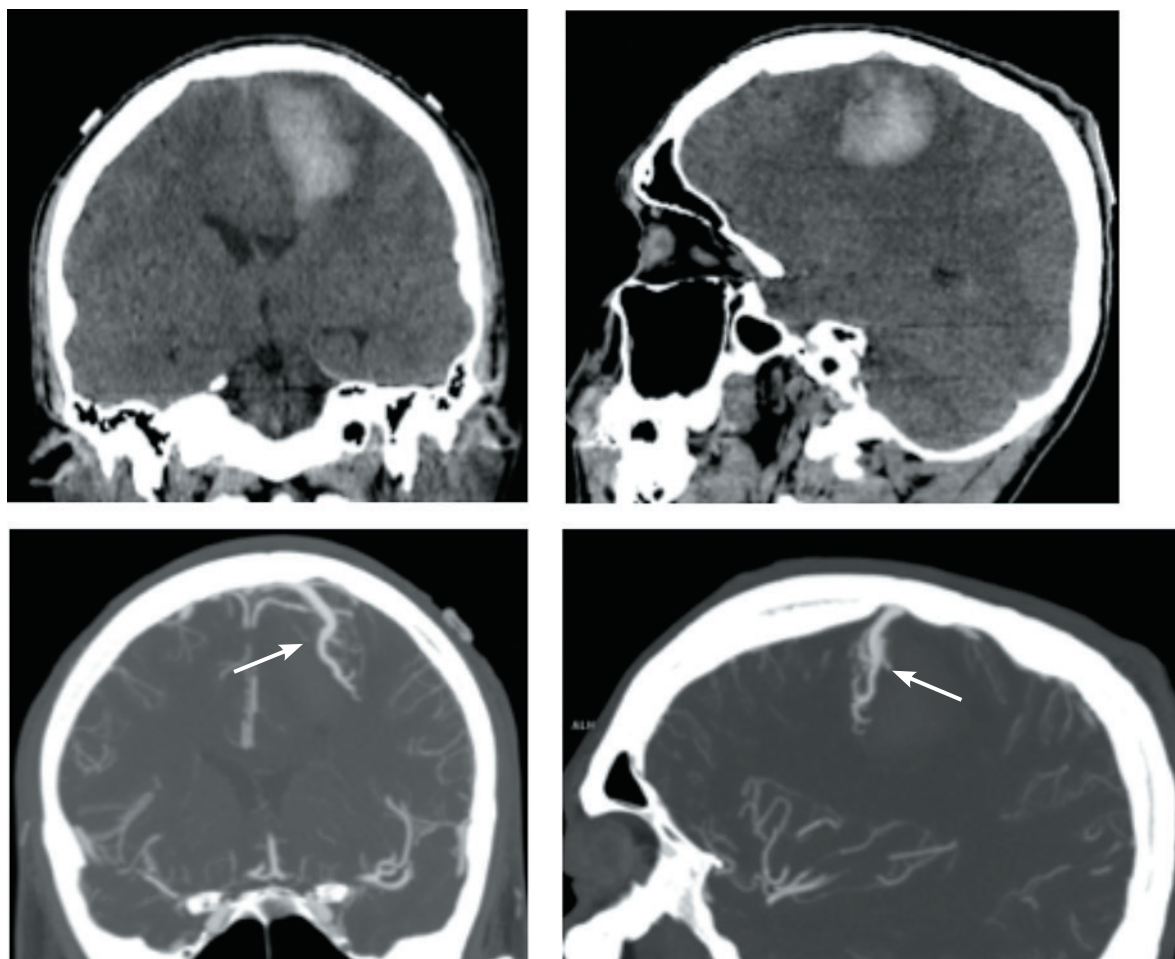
МСКТ и МСКТ-ангиография головного мозга пациента X. В левой лобной доле (парасагитально) определяется внутримозговая гематома. По переднебоковой поверхности гематомы располагается крупная венозная ангиома (указана стрелкой)
